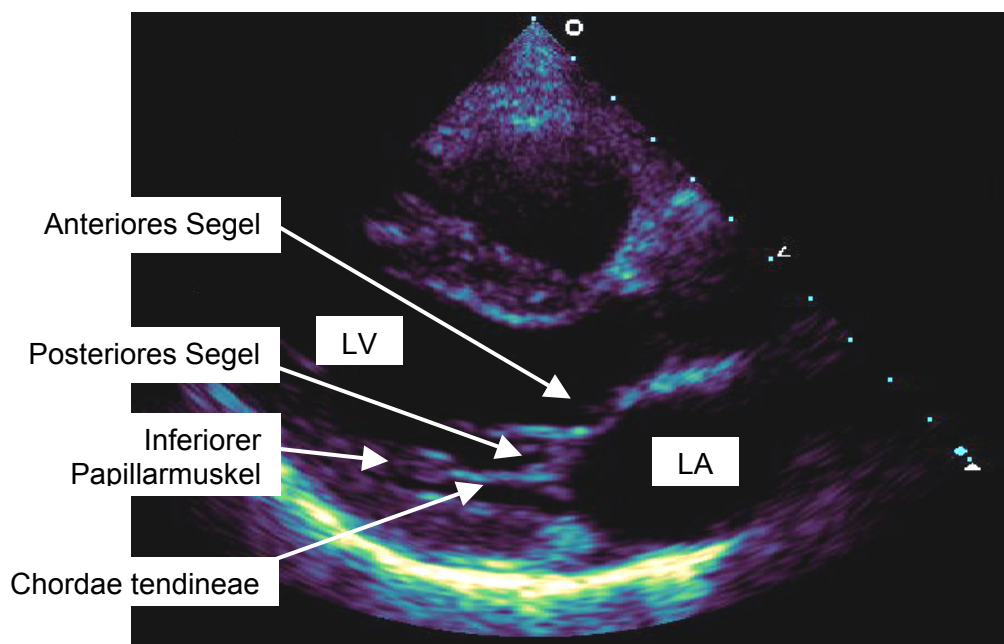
Echokardiographischer Normalbefund, parasternale lange Achse.
